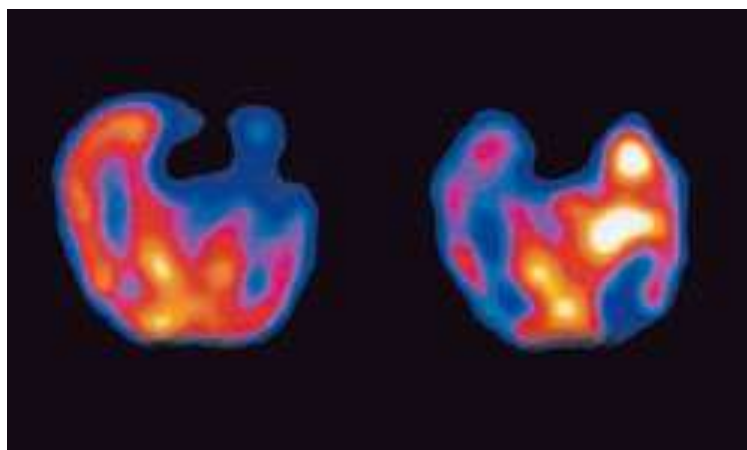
Tomographie à émission monophonique (SPECT) [28]
